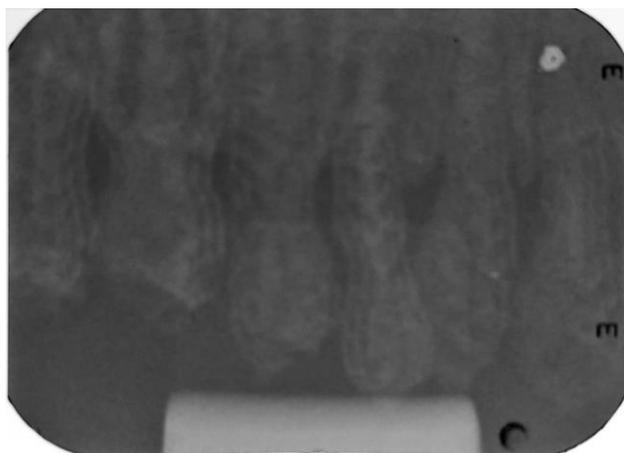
Radiografia superior evidenciando pré-molares
